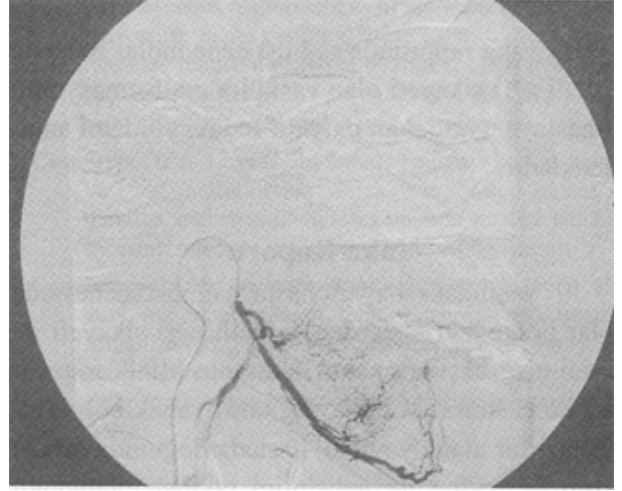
İnternal maksiller arter anjiyografisi; geç arteriyel faz.
